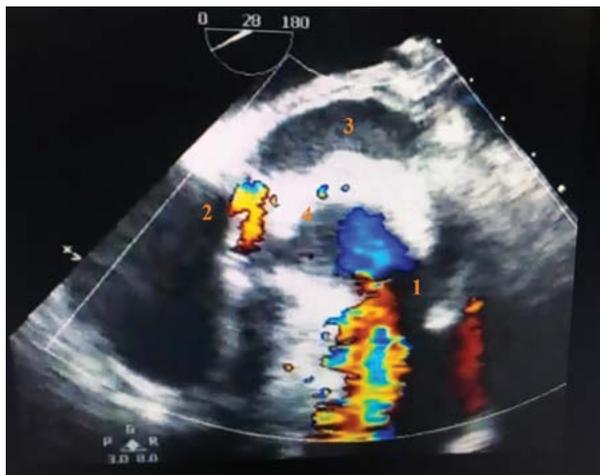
Чреспищеводная эхокардиография (среднепищеводная позиция) в режиме цветового доплеровского картирования
